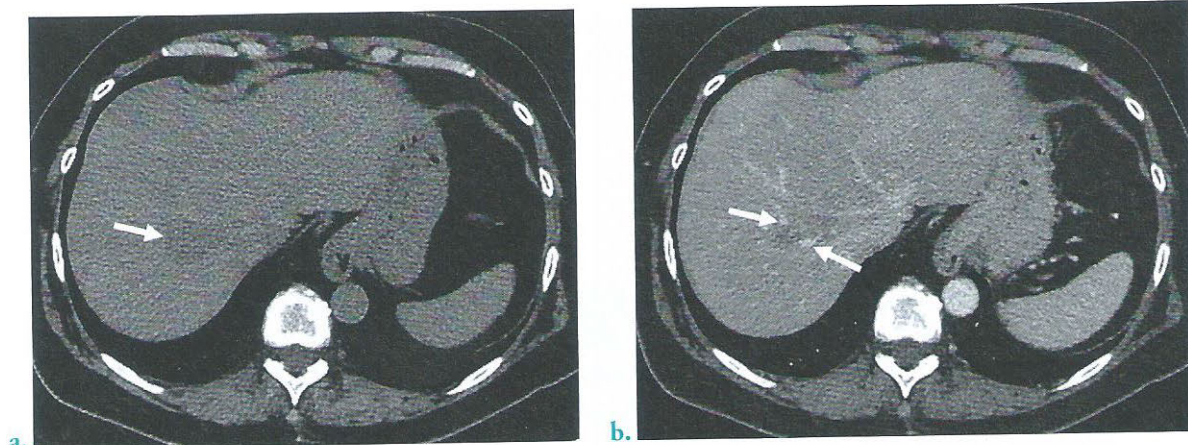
Exemple de prise de contraste sur une TDM abdominale.
